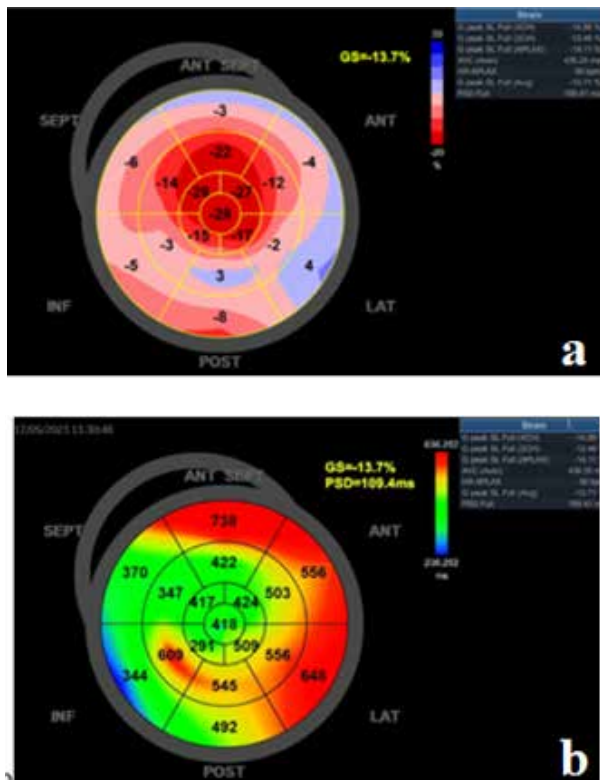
Ecocardiografie prin Speckle Tracking la nivelul VS: a. aspect "cherry on top"; b. dispersia mecanică accentuată la baza VS
